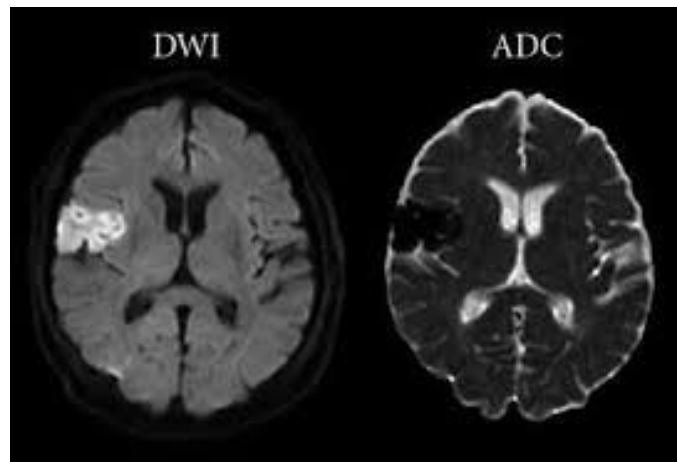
Differenze tra un'immagine in DWI e l'equivalente mappa di ADC. Nell'acquisizione in DWI vi è evidenziata un'area iperintensa nell'emisfero cerebrale di destra, che in ADC si ribalta trasformandosi in ipointensa. L'immagine ADC risulta banalmente il “negativo” della DWI.
